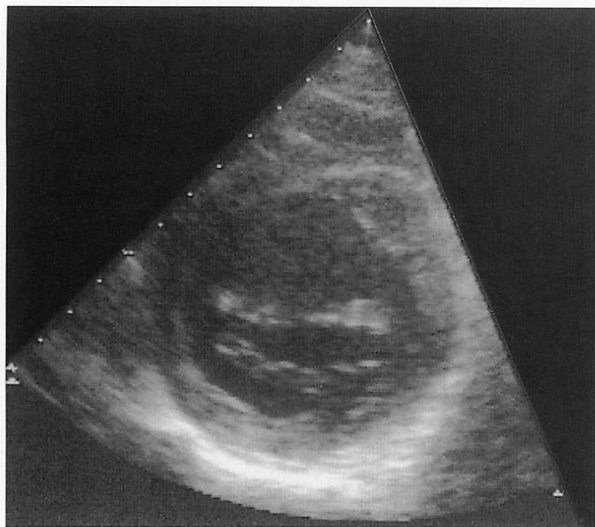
Parasternal short-axis view echocardiogram
